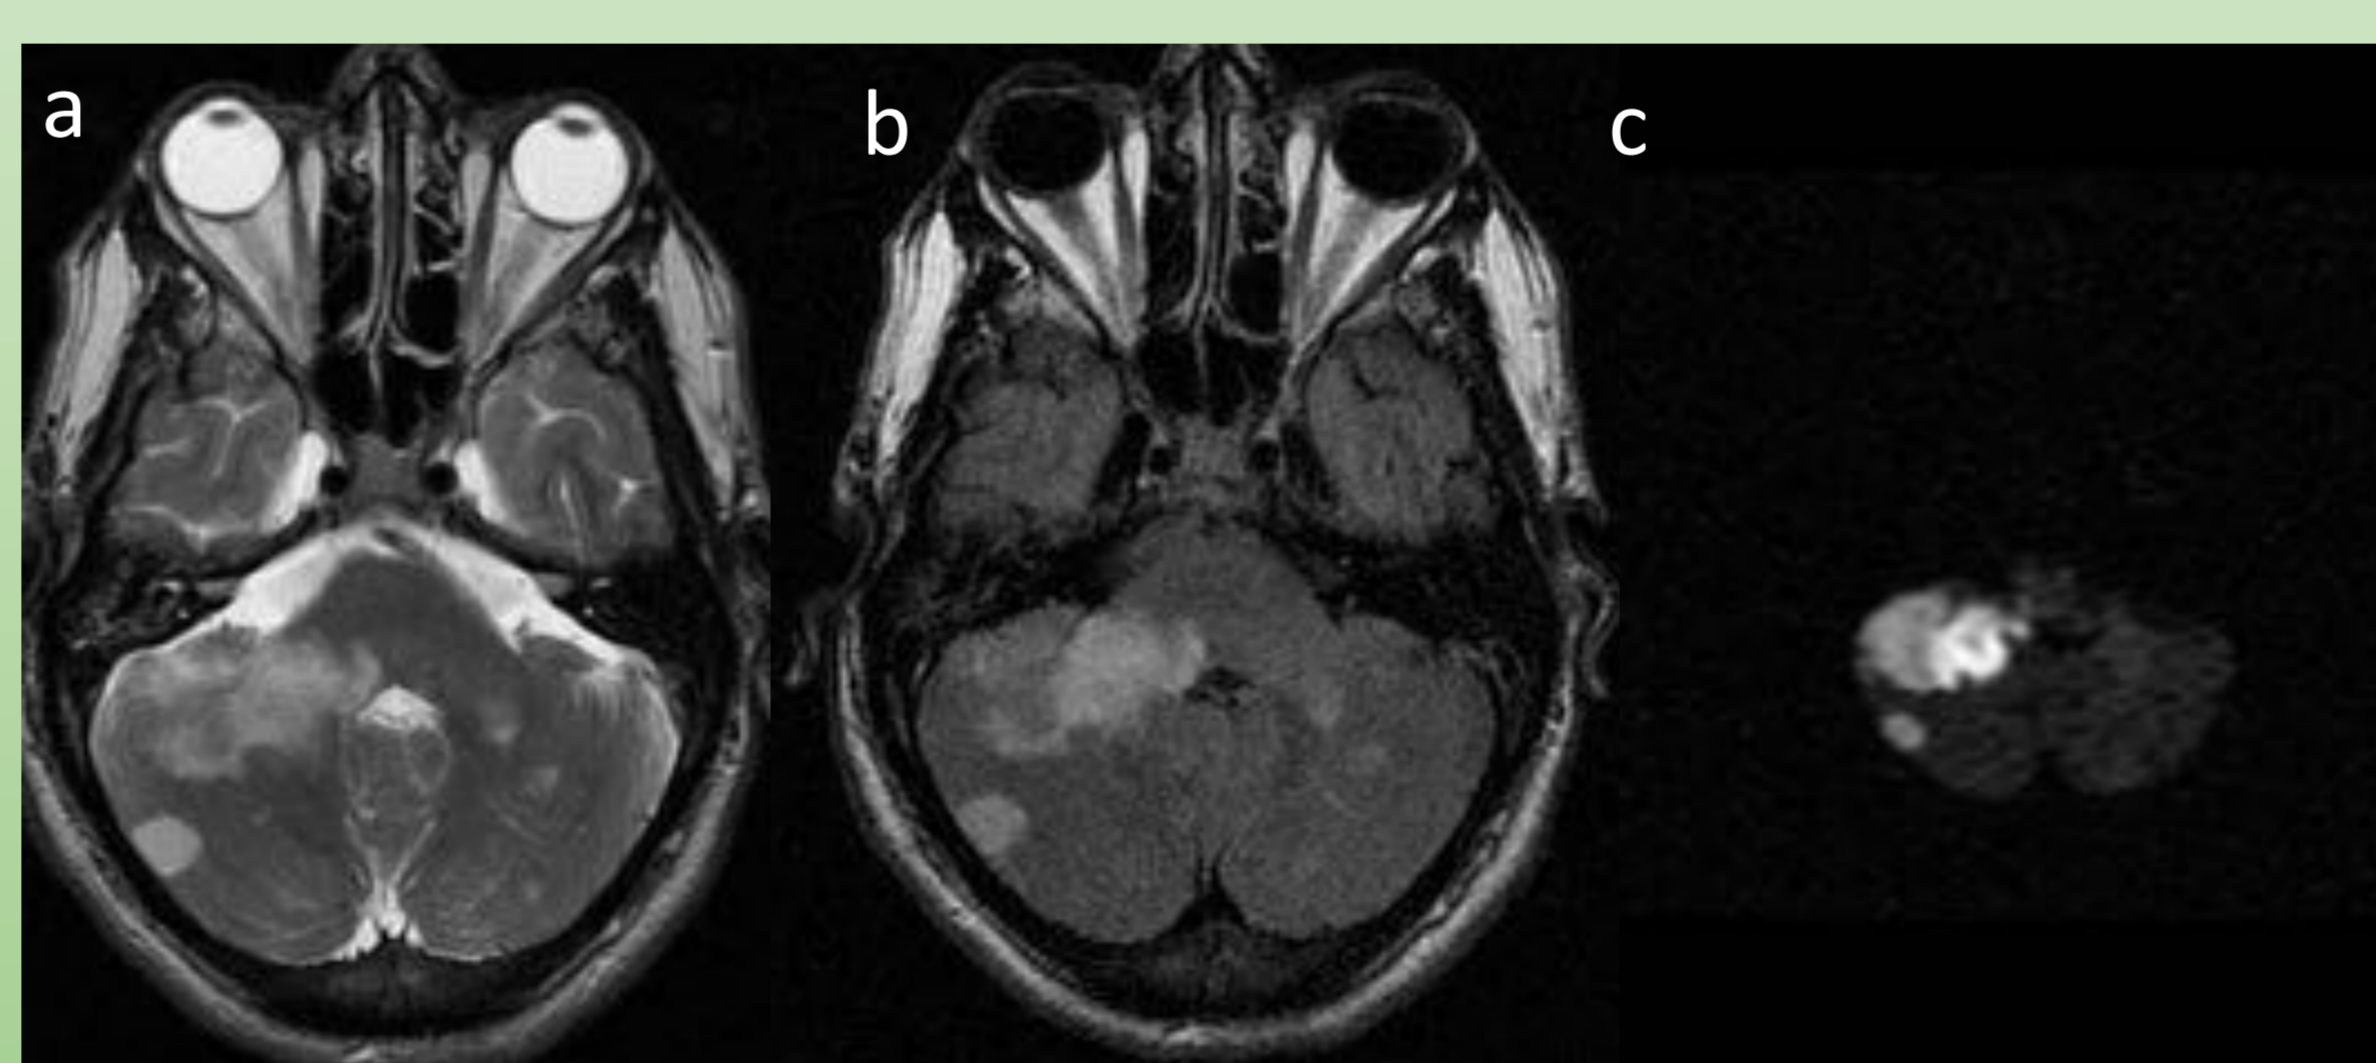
RM encefálica: Múltiples lesiones en ambos hemisferios cerebeloso y pedúnculo cerebeloso, hiperintensas en secuencias T2 (a y b) con restricción de la difusión (c), todo ello en relación con lesiones isquémicas subagudas en territorio vertebrobasilar.
